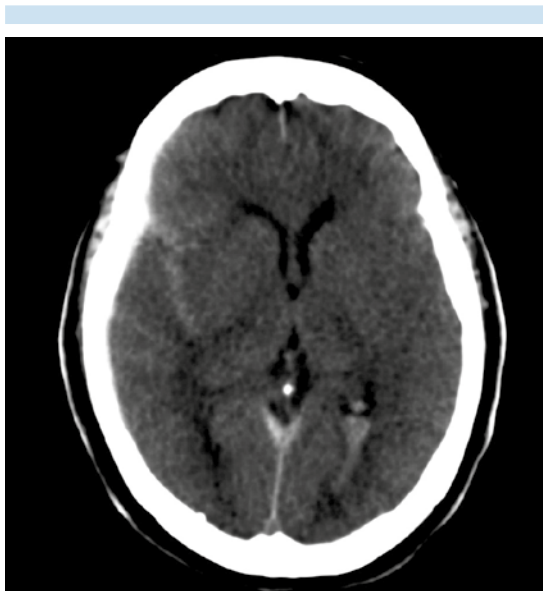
Tomografía, corte axial con ventana para parénquima: sangrado derecho en la cisterna silviana y espacio subaracnoideo de la convexidad.
